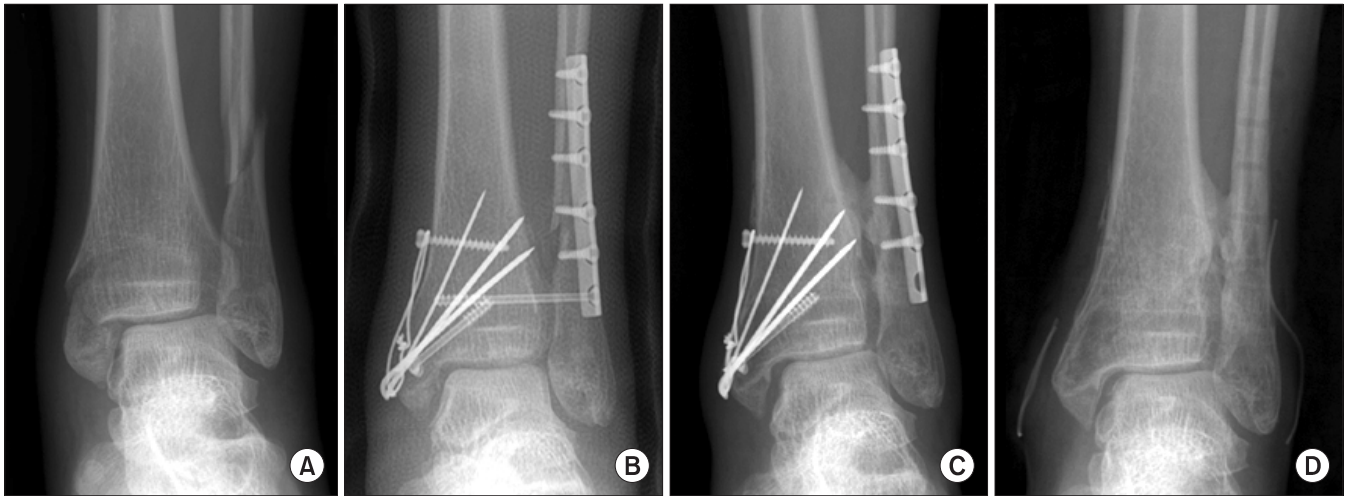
Distal tibiofibular synostosis after syndesmotic screw fixation was seen. (A) Preoperative radiograph of pronation-external rotation stage IV ankle fracture. (B) Immediate postoperative radiograph. (C) Radiograph at one year after operation. (D) Radiograph after implant removal.
